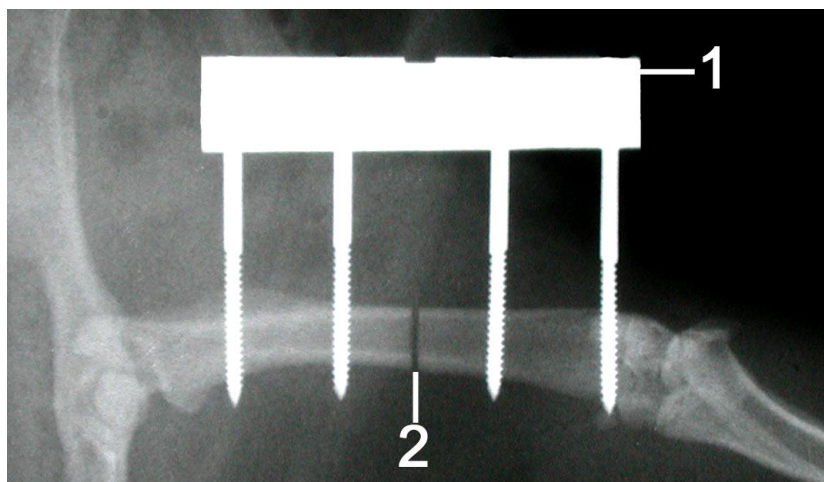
Röntgenaufnahme des linken osteotomierten Femurs post operationem mit montiertem Fixateur externe (antero-posteriorer Strahlengang)
